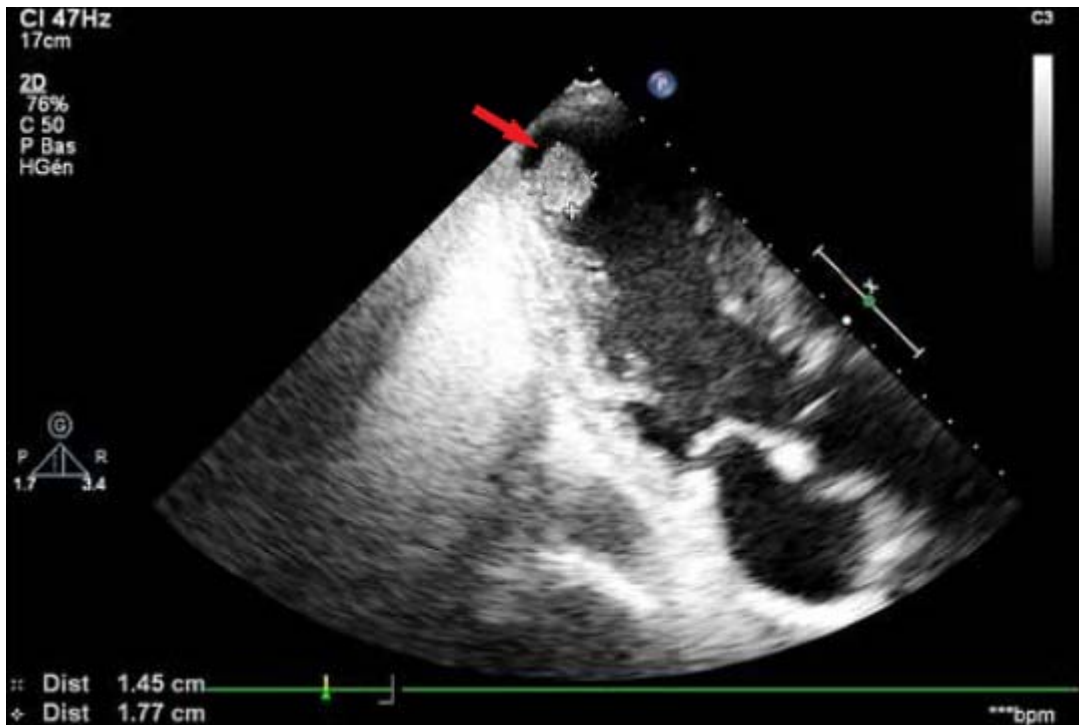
Echocardiographie transthoracique thrombus intra-ventriculaire gauche apical (flèche)
